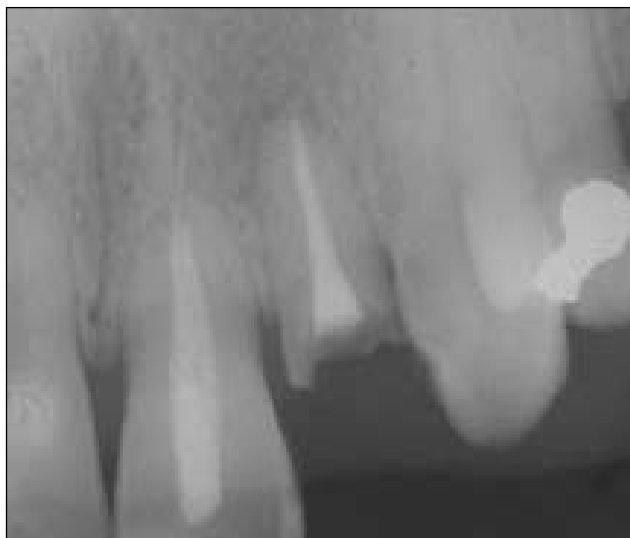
Radiografia periapical da região do elemento dentário fraturado
